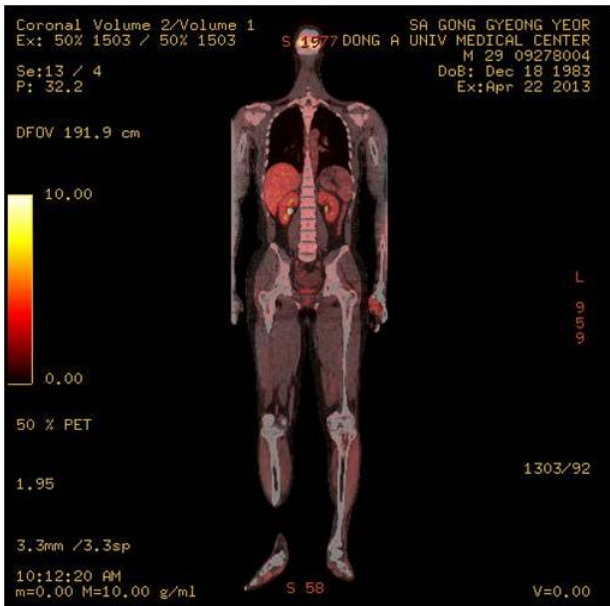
Positron emission tomography after hematopoietic stem cell transplantation.
